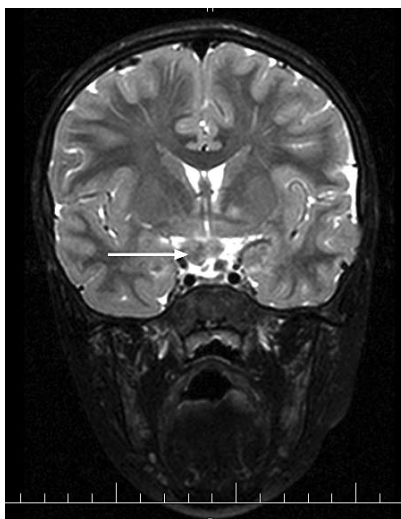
Glioma of optic chiasm (white arrow), coronal T2-TSE.F/S (T2-weighted turbo spin echo/fat saturation image).
